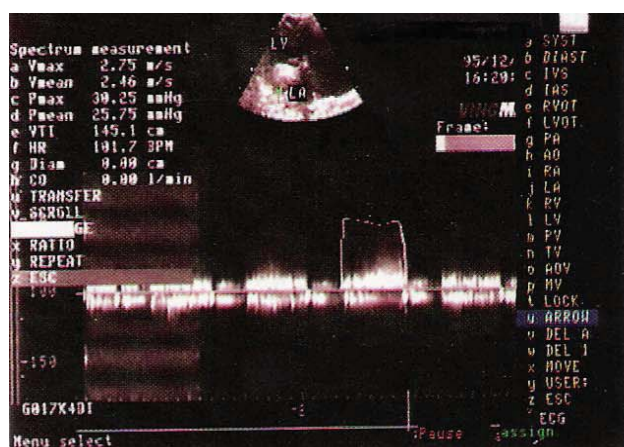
Imaginea ecocardiografică a trombozei proteză mitrală
